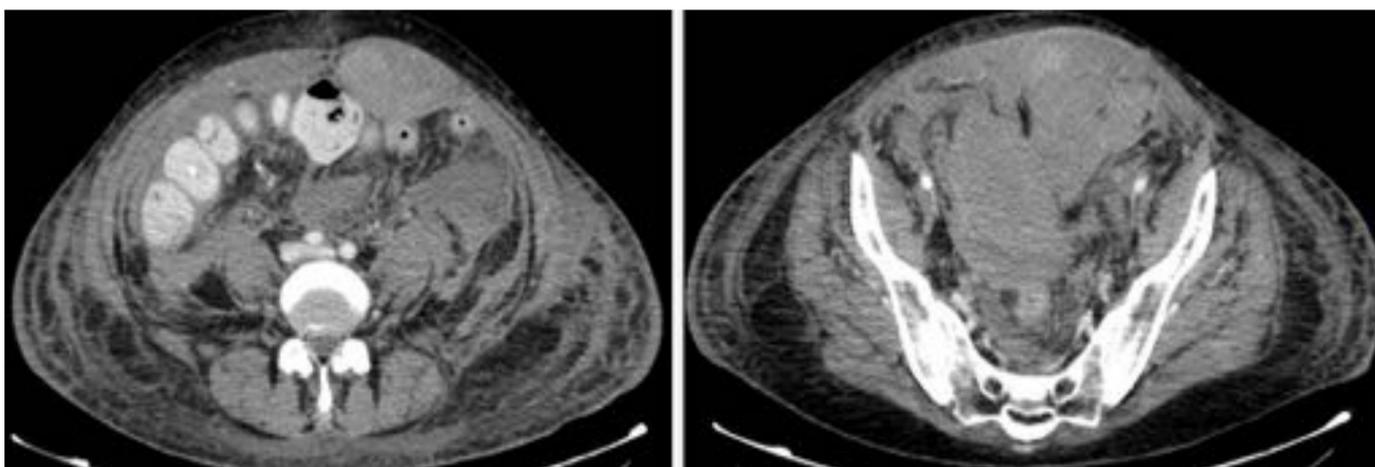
Varón de 52 años con enfermedad de Goodpasture que acude por shock hemorrágico desde otro centro. TC multidetector tras administración de contraste en plano transversal. Se identifican múltiples hematomas en pared abdominal, dependientes de los rectos abdominales y de la musculatura pélvica, observando una gran colección pélvica.
